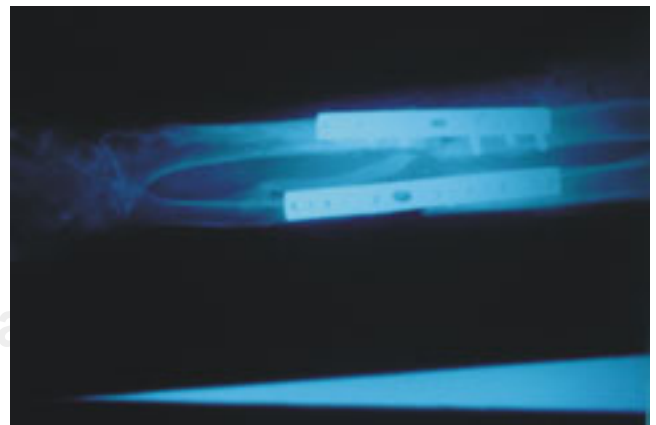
Radiografía anteroposterior donde se observa OSS final de radio y cúbito.
